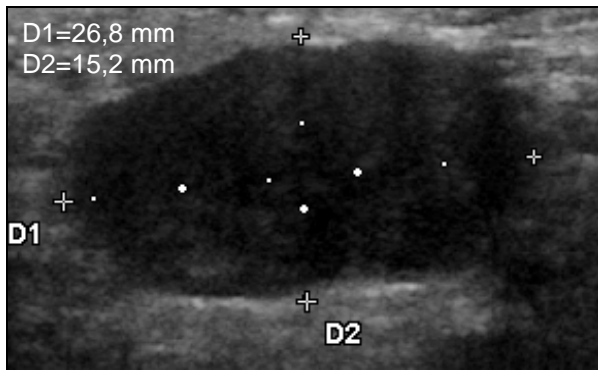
Sonographische Aufnahme eines pathologischen axillären Lymphknotens: abgerundete Form, Größenzunahme, kompletter Hilusverlust. Solbiati-Index: ca. 1,73
